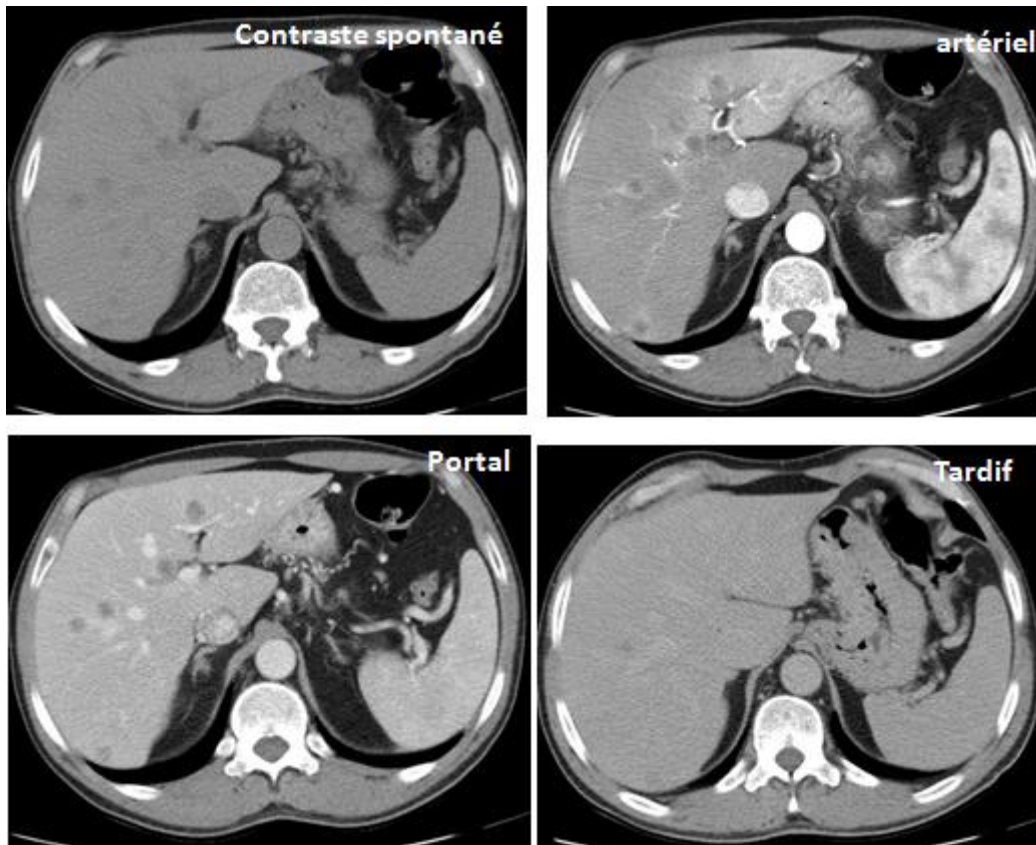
A la TDM, multiple lésions nodulaires des différents segments hépatiques rehaussées de façon précoce et périphérique au temps artériel (aspect en œil de bœuf) : Métastases.
